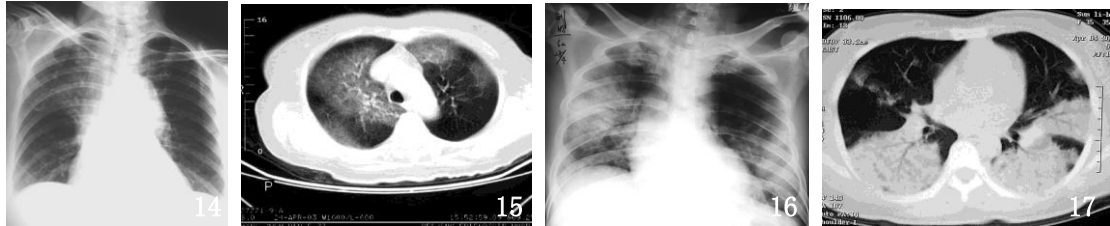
SARS 病人发病后 10 天 X 线胸片，右肺上叶有大片磨玻璃密度影，阴影内可见血管影像，左肺上叶内带有小片状磨玻璃密度影 图 15 图 14 病例发病后 2 周胸部 CT 片，两肺上叶多发磨玻璃密度影，病变内可见血管影像 图 16 SARS 病人发病后 10 天 X 线胸片，两肺多发大片状肺实变阴影，病变密度比血管密度高 图 17 SARS 病人发病后 2 周胸部 CT 片，两肺多发肺实变影，病变密度比血管密度高，可见空气支气管征
